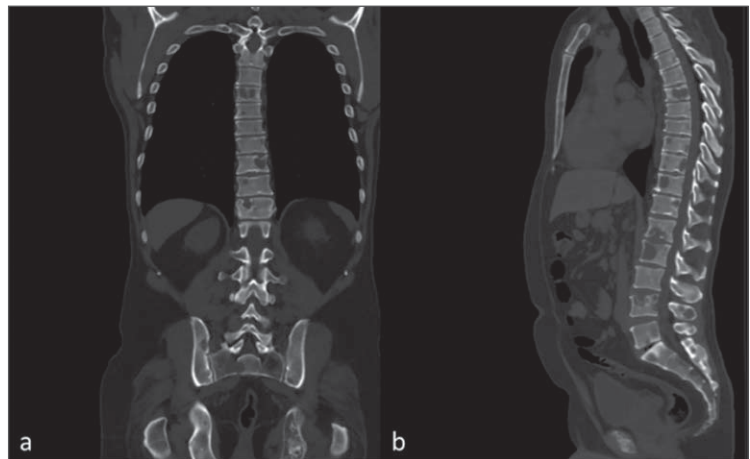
CT showing multiple osteolytic bone metastases in a patient with prostate adenocarcinoma. (a) Coronal and (b) sagittal planes. (white arrows)
